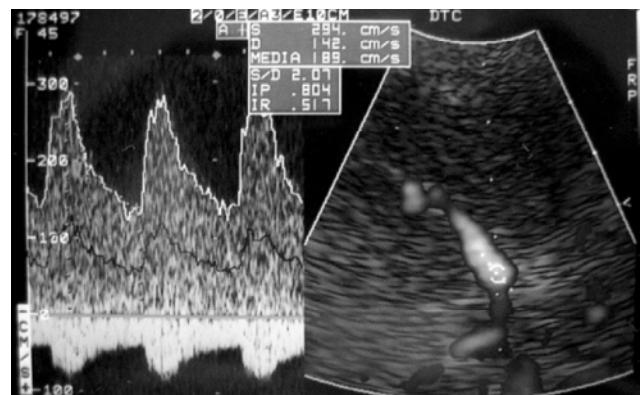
Doppler carotídeo. Se muestra un aumento del flujo por disminución de la luz arterial..
